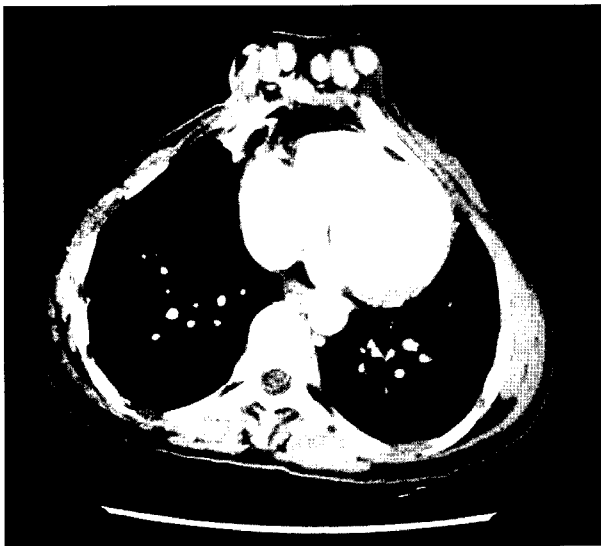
Computed tomography (CT) of the chest demonstrated the deformed bony structures. The only possible ascending route of neo-esophagus was through the left parasternal subcutaneous space.
